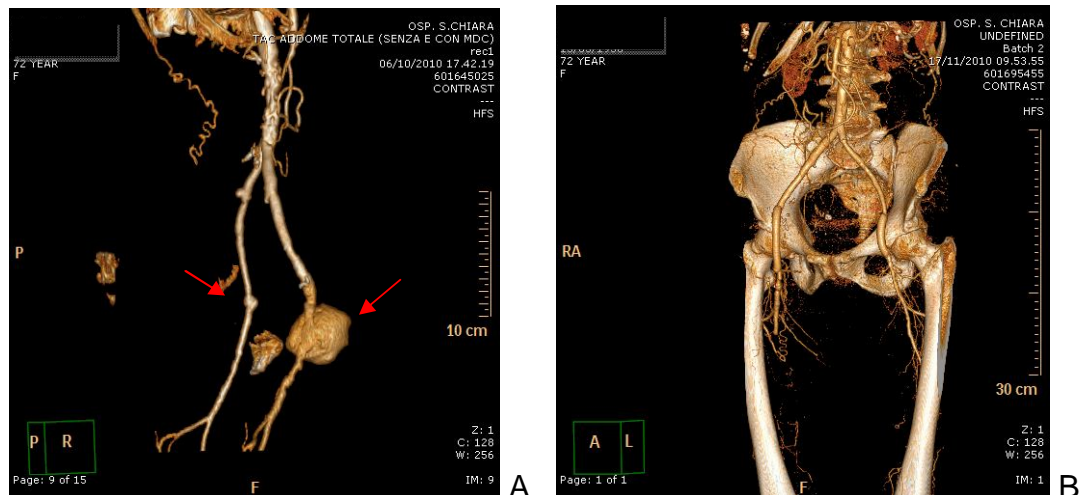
A: ricostruzione TC con visione posteriore di pseudoaneurisma anastomotico femorale destro con iniziale cedimento della branca controlaterale,. B: ricostruzione TC di innesto in dacron Silver tra le branche dell'homograft e le arterie femorali profonde.
